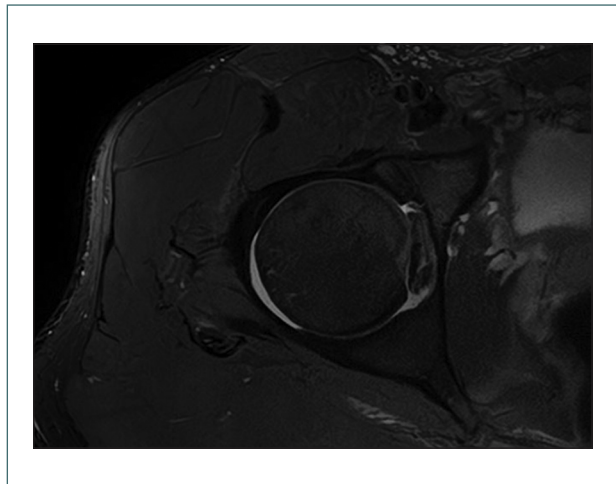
Imagen de resonancia magnética en secuencia T2, corte axial a nivel de la cabeza femoral derecha. Se observa una posible fisura del *labrum* a nivel anterior, en su inserción ósea acetabular.
